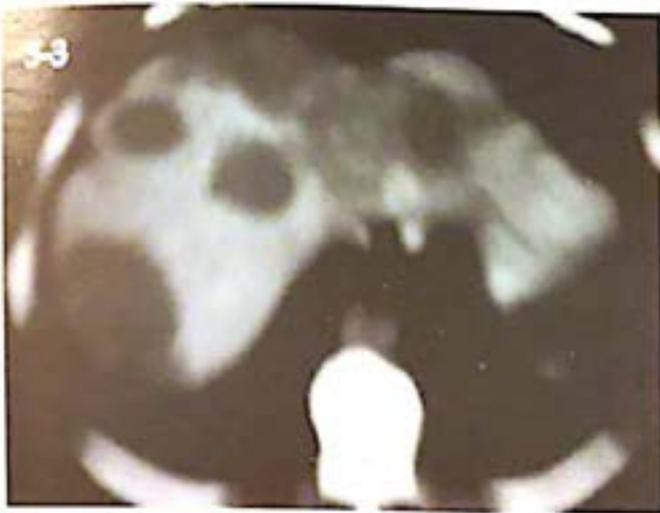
(0-1-2-3)= TAC Abdomen
